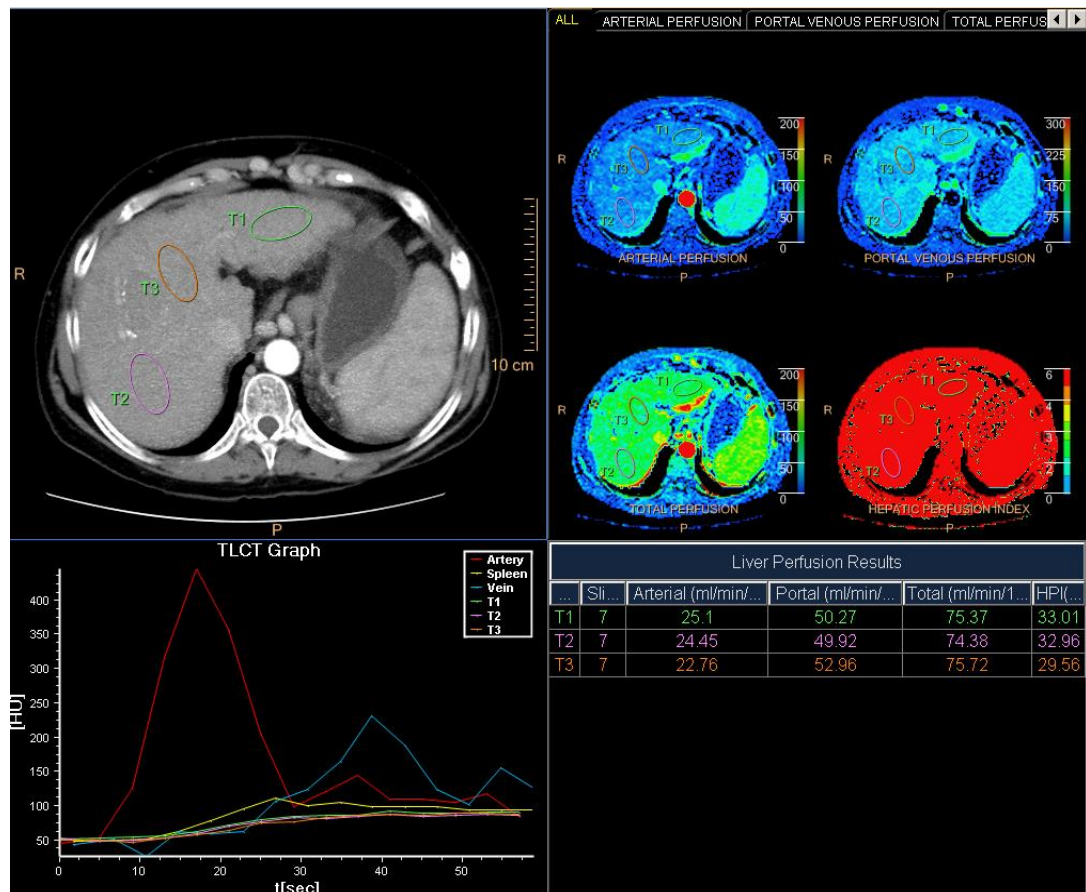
После определения зон интереса в брюшной аорте, стволе воротной вены и селезенке выставлены ROI в III, VII и VIII сегментах печени. Получены значения артериальной, портальной, общей перфузии и индекса перфузии печени.
